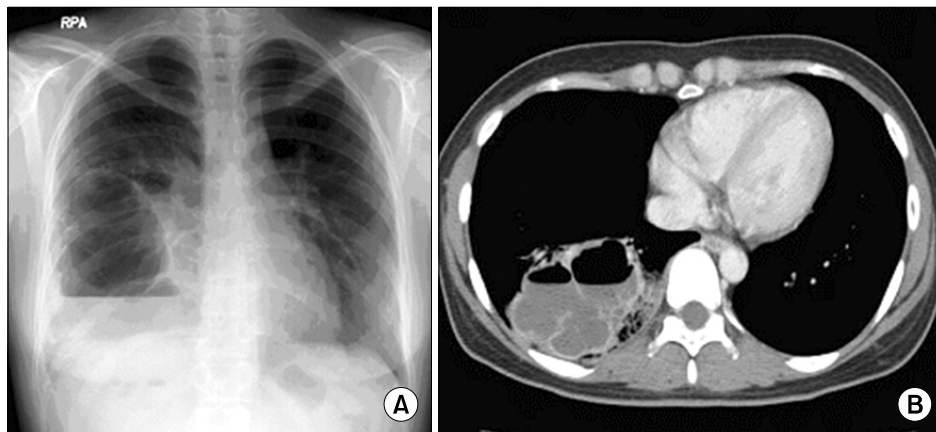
Chest PA shows a cystic lesion with air-fluid level and pericystic pneumonic infiltration in right lower lobe on admission (A). Chest CT scan on admission reveals a thin walled multicystic lesion with fluid collection mimics a pulmonary abscess in RLL (B).
